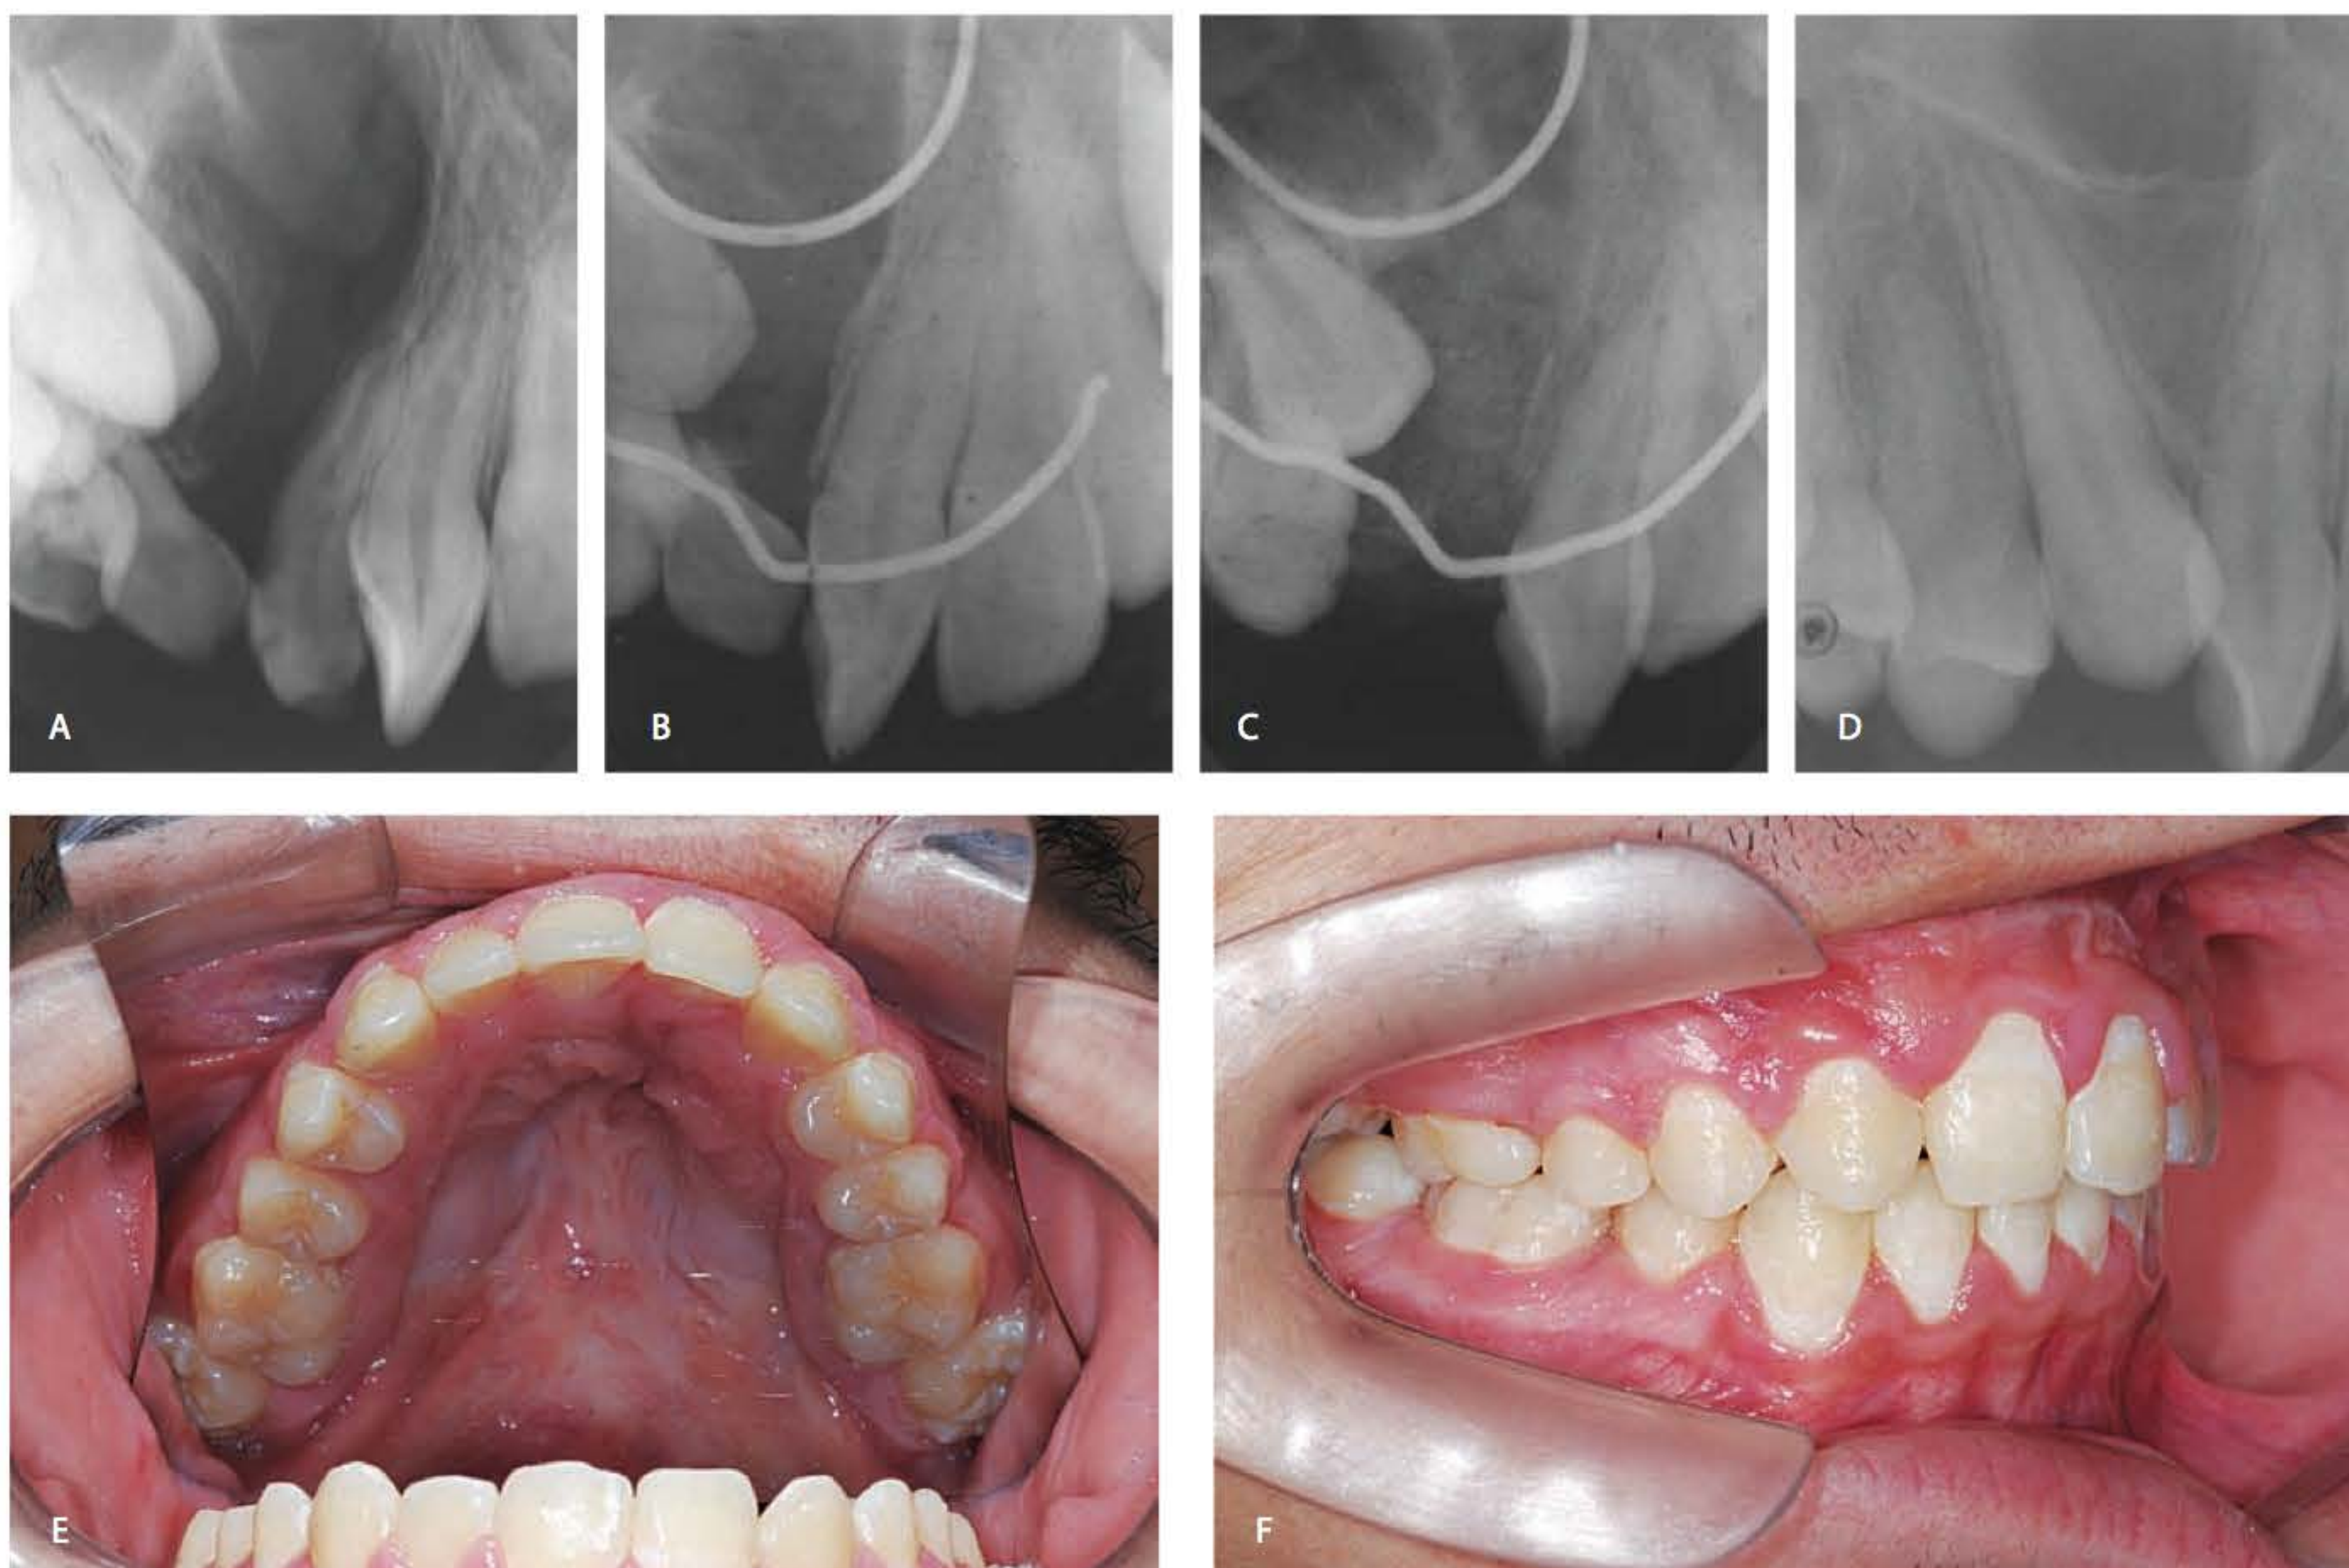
► Fissura transforame incisivo unilateral completa do lado direito. A. Radiografia periapical da área da fissura. B. Preparo ortodôntico pré-enxerto ósseo. C. Enxerto ósseo secundário restabelecendo a integridade alveolar. D. Canino permanente irrompendo através do osso enxertado. E e F. Final do tratamento ortodôntico pós-enxerto ósseo.
